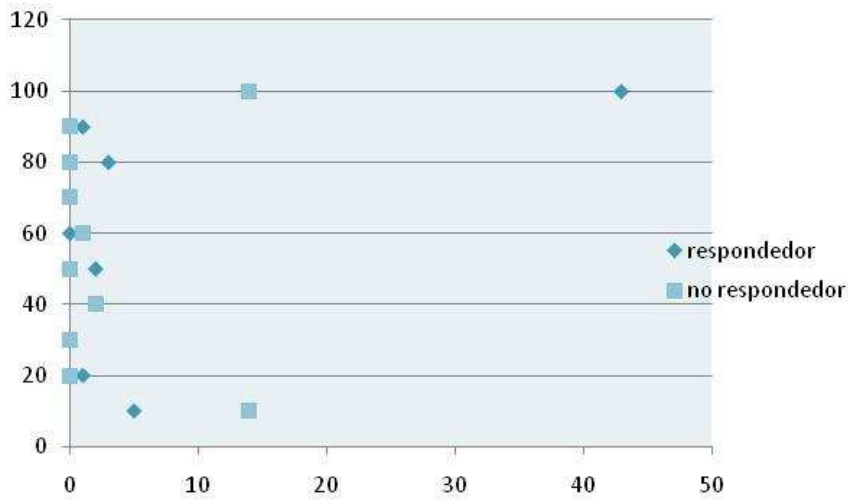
comparación del porcentaje de disminución del SUV entre los respondedores (a) y no respondedores (b) después del 2º ciclo
